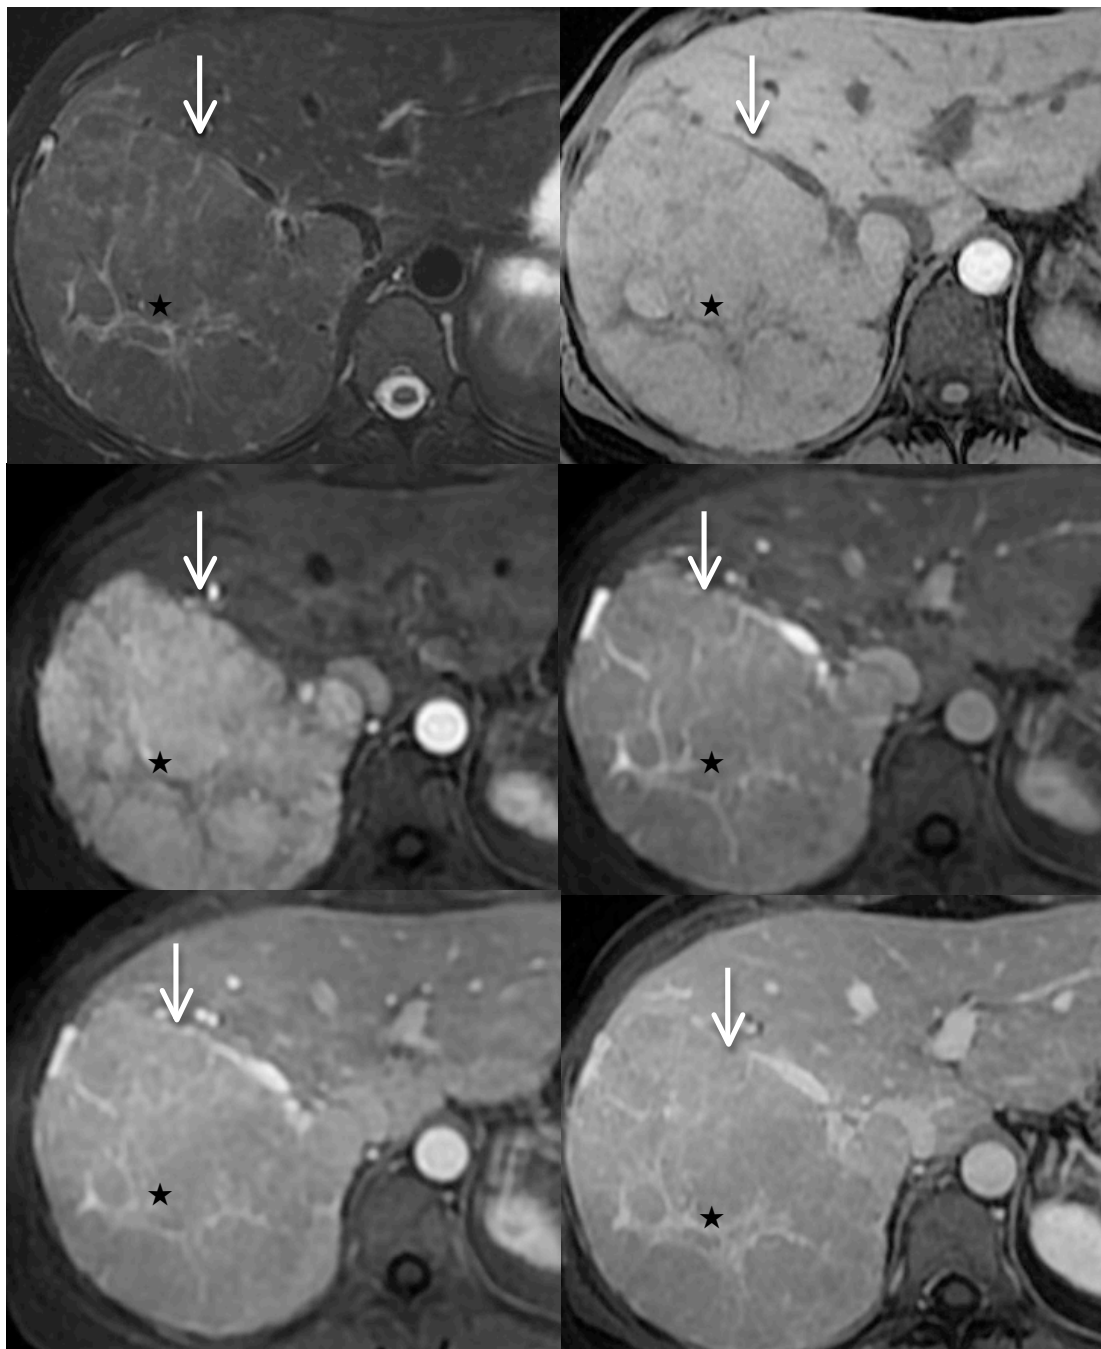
Patiente âgée de 33 ans. Découverte fortuite d'une masse hépatique à l'échographie réalisée pour dyspepsie, ayant conduit à la réalisation d'une IRM. La lésion (flèche) est homogène en dehors de l'élément central (★), discrètement hyperintense en pondération T2 (a), isointense en pondération T1 (b), se rehausse intensément au temps artériel angiographique (c), modérément au temps artériel précoce (d). Elle est discrètement hyperintense au temps artériel tardif (e) et isointense au temps portal (f). Un élément central (★) est visible en hypersignal en pondération T2 (a), hyposignal en pondération T1 (b, c) et se rehausse précocément (d, e, f). Cette lésion est typique d'HNF en IRM.
